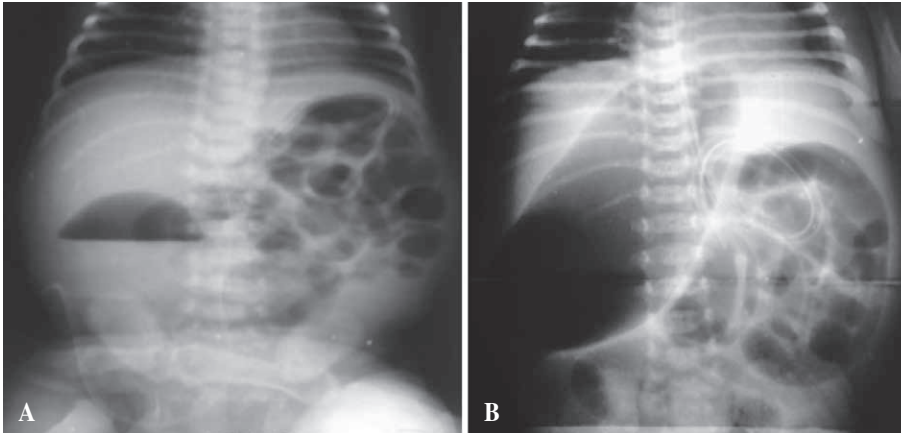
A) Radiografía simple de pie indica la flecha un solo nivel hidroaéreo hemiabdomen derecho. B) Obsérvese una gran asa dilatada en hemiabdomen derecho, se puede confundir con neumoperitoneo. Las flechas indican la extensión de la radiolucides.
